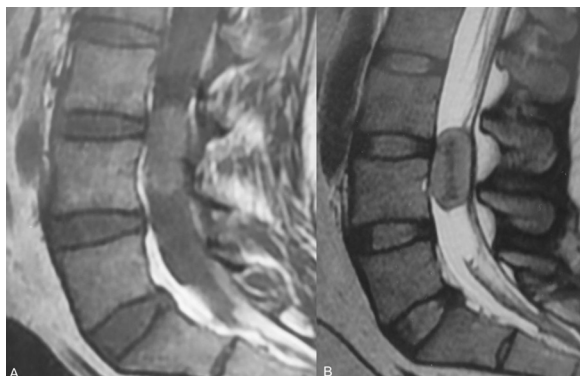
MRI demonstrated an intradural lesion located at L4 level that is slightly hyperintense on T1 weighted image (A) and heterogeneously hypointense on T2 weighted image (B).
